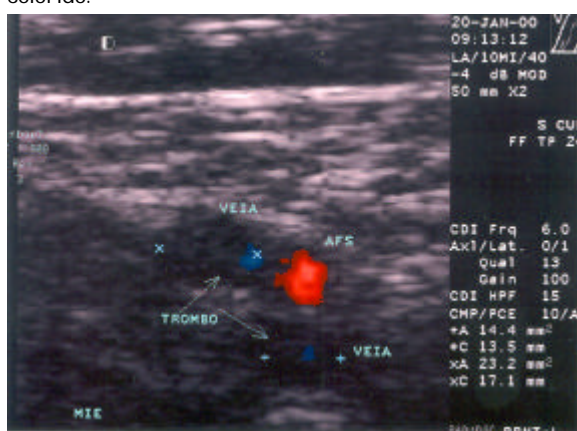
Veia femoral superficial dupla com ambos os segmentos incompressíveis preenchidos por trombo oclusivo; ausência de fluxo ao doppler.
